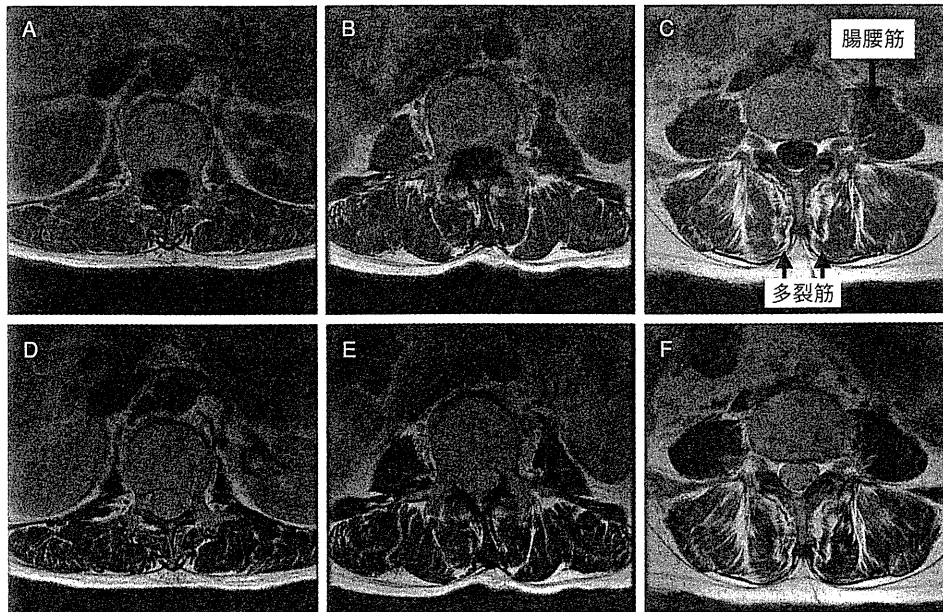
腰椎MRI(上段：T1強調画像でA, B, C, 下段：T2強調画像でD, E, Fと下方へ撮像)
